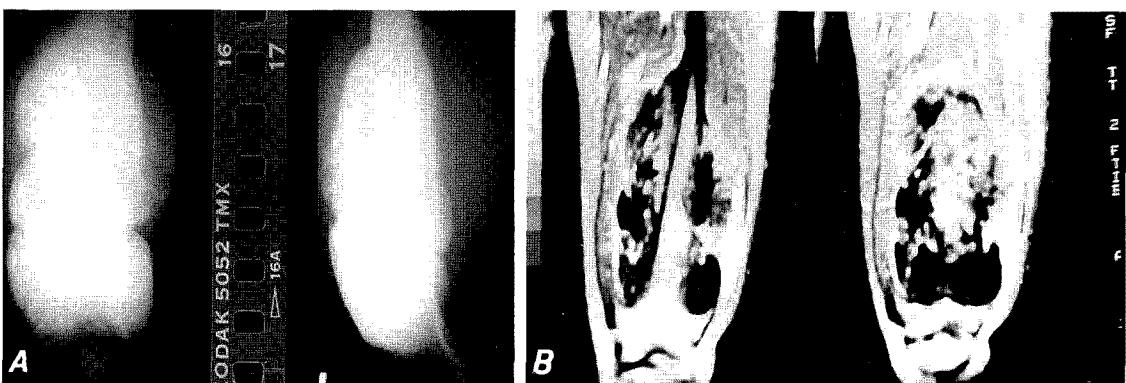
The initial anteroposterior and lateral radiographs showed a broad based, heavily mineralized mass on the left distal femur.
